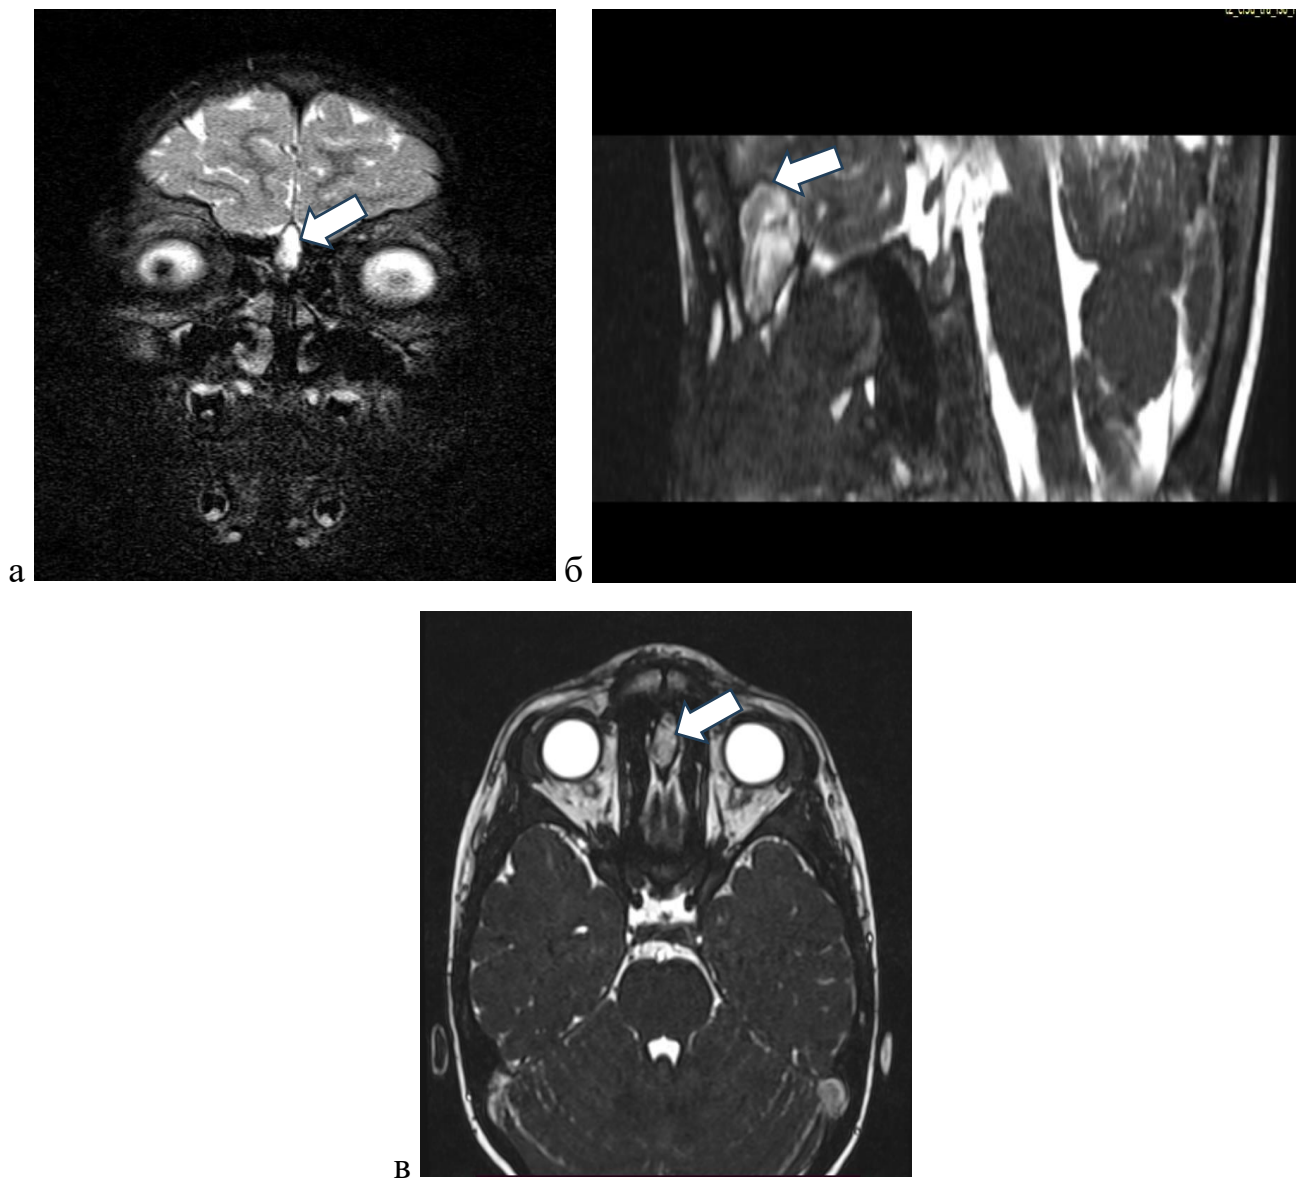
МР-томограмма пациента И., 6 лет, T2-взвешенные изображения, показывающие новообразование стрелки: а — в коронарной проекции, б — в сагиттальной проекции; в — в аксиальной проекции
